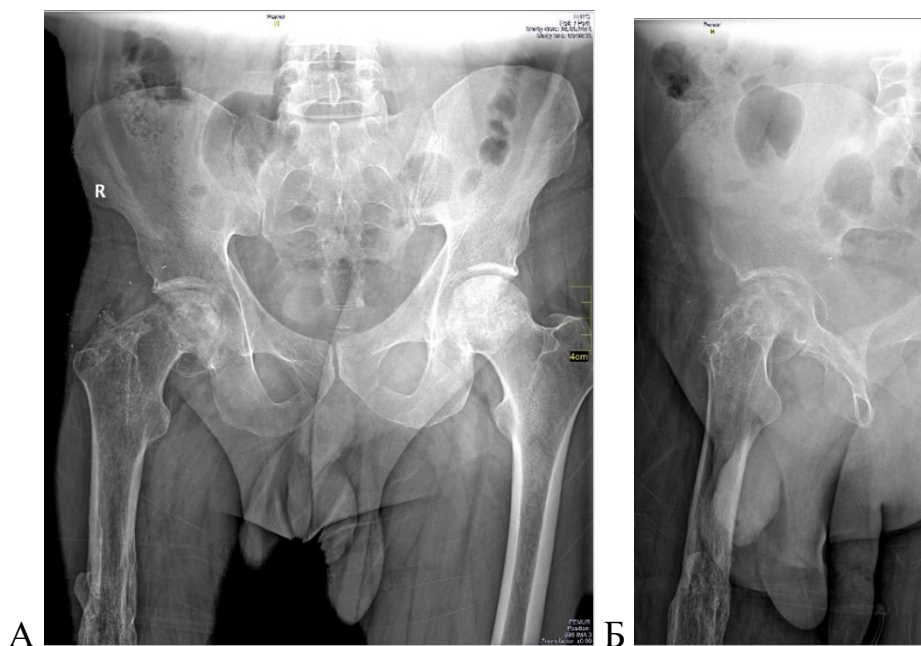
Рентгенограммы костей таза пациента С., 1982 г.р.: А – обзорная рентгенограмма, Б – боковой снимок правого тазобедренного сустава: правосторонний посттравматический коксартроз 3 ст.
